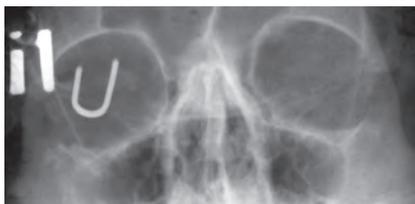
Рентгенолокализация внутриглазного металлического инородного тела орбиты
